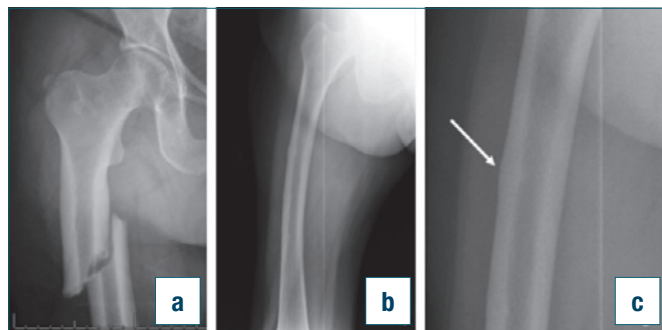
a) Radiografia di un paziente con una FAF completa. Si noti l'orientamento sostanzialmente trasverso della linea di frattura a partire dalla corticale laterale, la spicola mediale e l'ispessimento corticale generalizzato b) Radiografia di un paziente con una FAF incompleta. Si noti l'incurvamento del femore. c) Dettaglio della frattura. Si noti la posizione della linea di frattura sulla corticale laterale, e l'ispessimento corticale focale nel sito di frattura.
